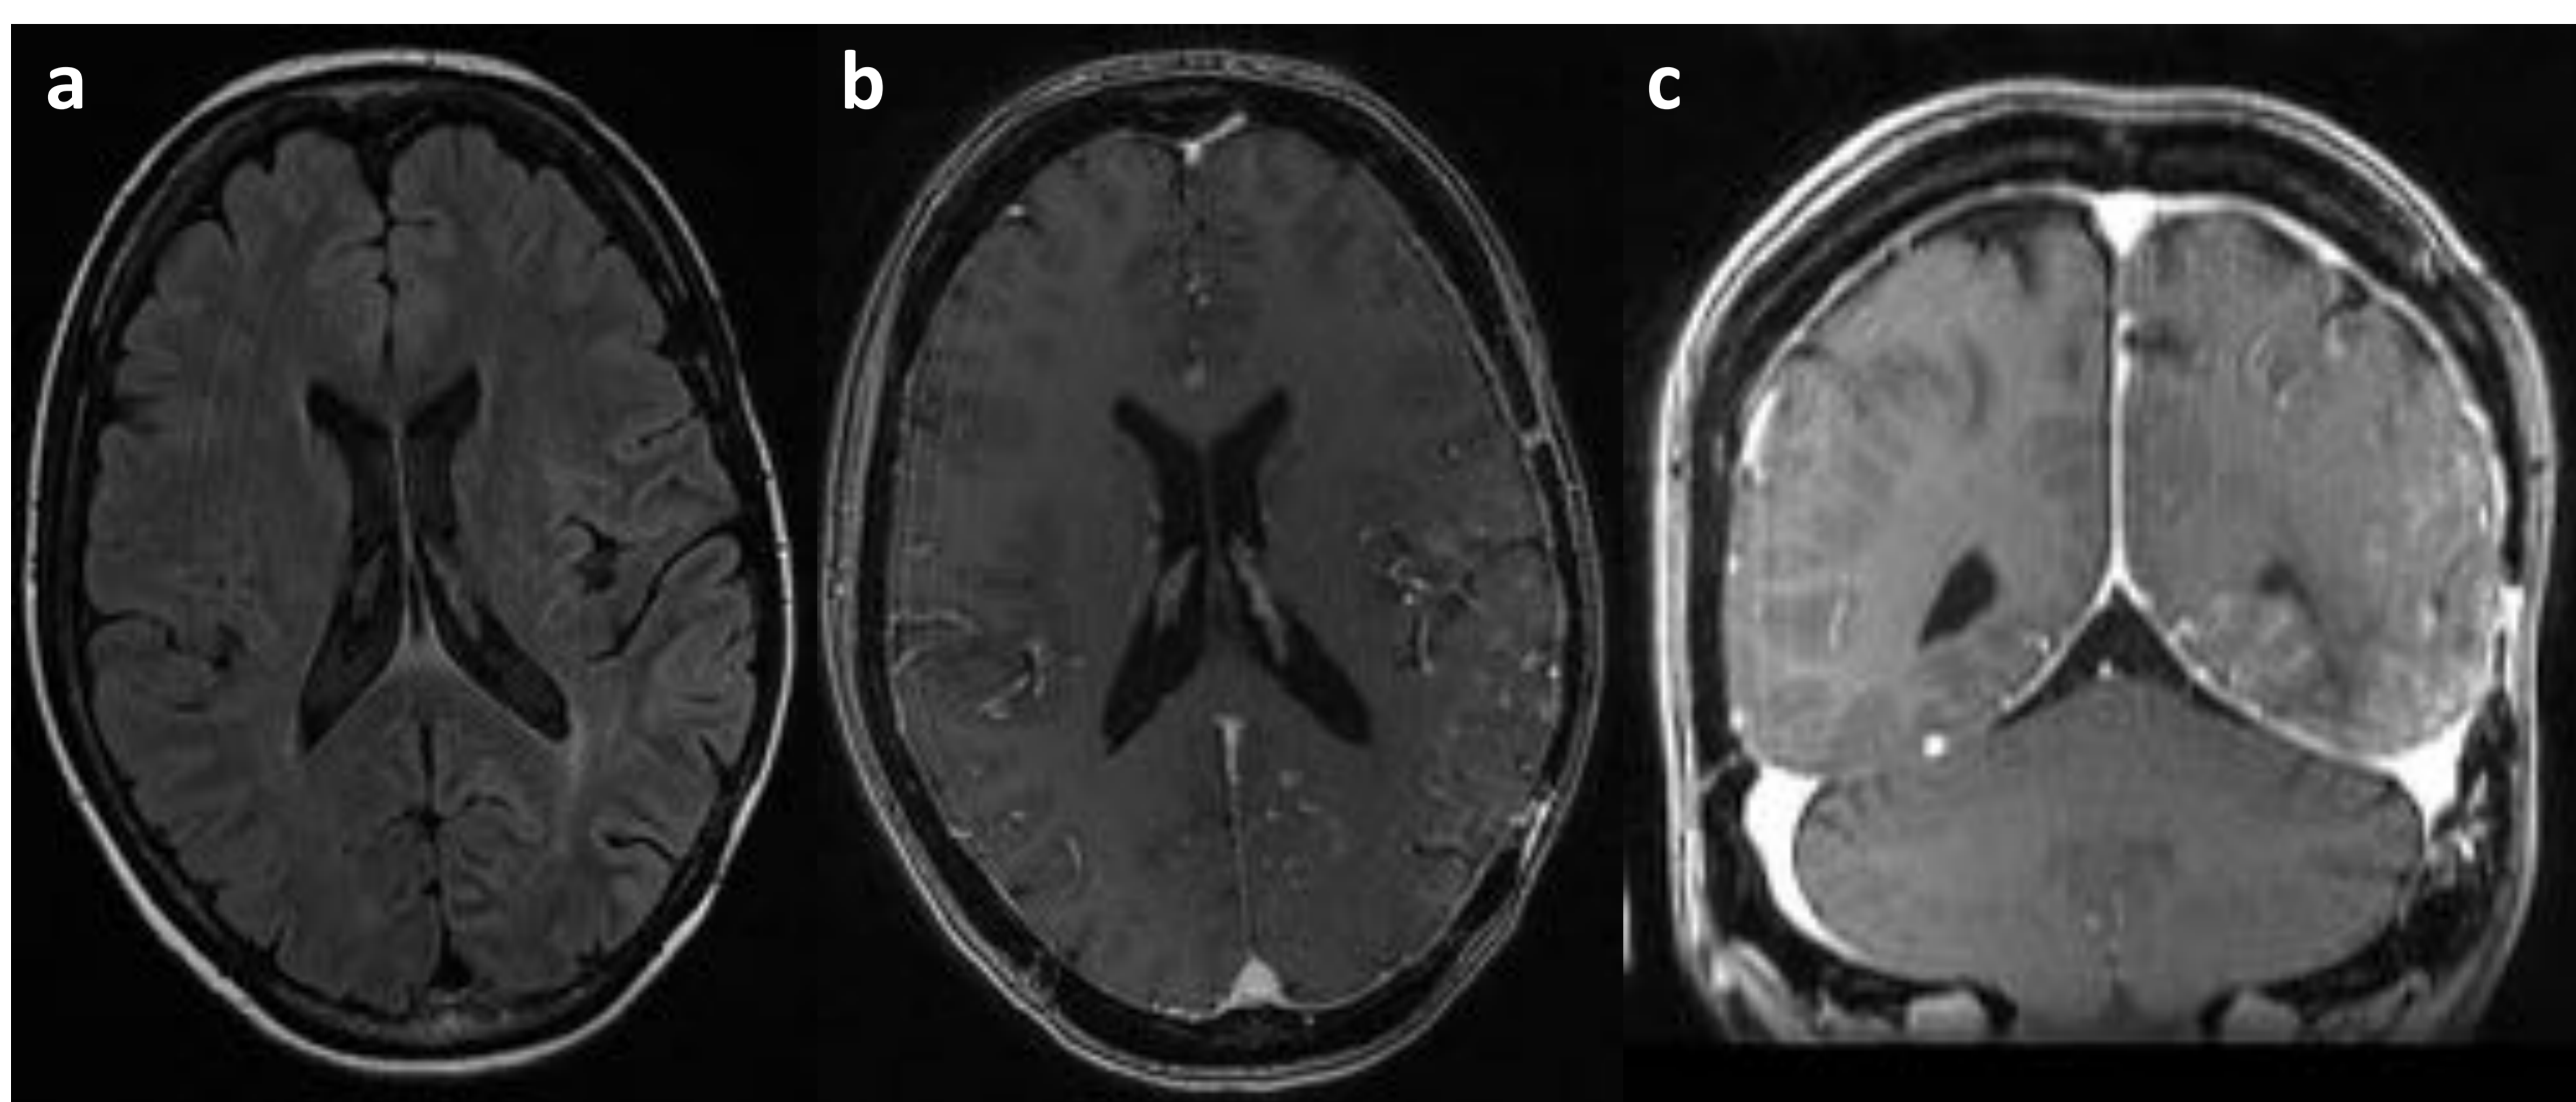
Paciente 5: RM al ingreso en 2019. a) FLAIR, b) y c) T1 con contraste en el plano axial y coronal, respectivamente. Extensa alteración cortical parieto-temporo-occipital izquierda, consistente en hiperintensidad en secuencia FLAIR y captación cortical y leptomeníngea en las secuencias potenciadas en T1 con contraste.
